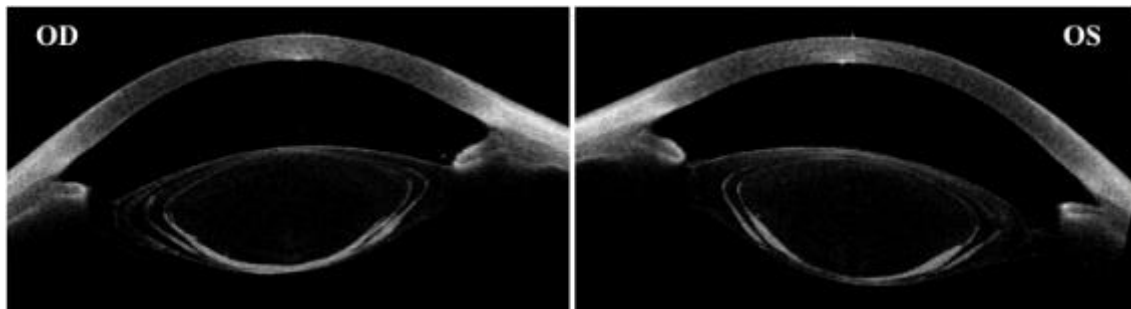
Imagen de un corte transversal de un paciente con aniridia medido con tomografía de coherencia óptica (OCT). OD: ojo derecho; OS: ojo izquierdo
